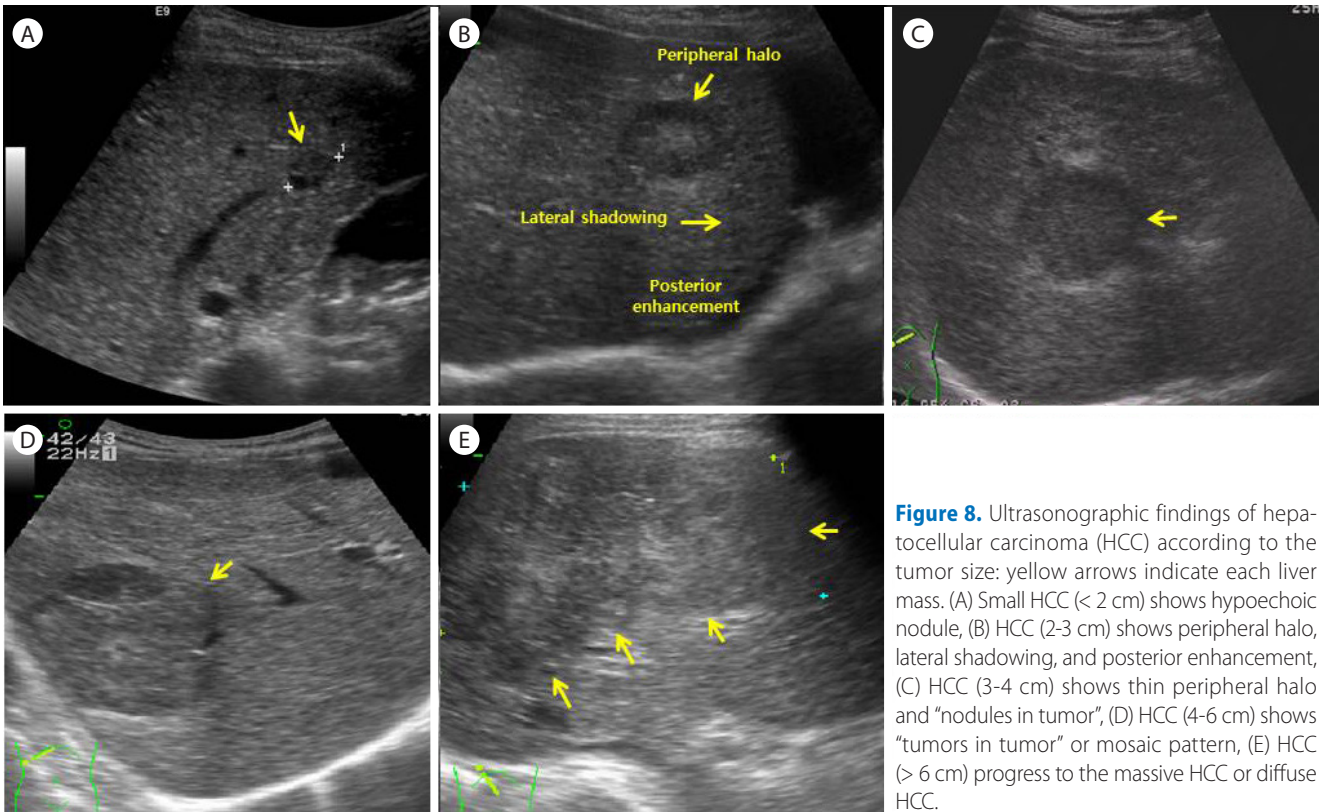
Ultrasonographic findings of hepatocellular carcinoma (HCC) according to the tumor size: yellow arrows indicate each liver mass. (A) Small HCC (< 2 cm) shows hypoechoic nodule, (B) HCC (2-3 cm) shows peripheral halo, lateral shadowing, and posterior enhancement, (C) HCC (3-4 cm) shows thin peripheral halo and "nodules in tumor", (D) HCC (4-6 cm) shows "tumors in tumor" or mosaic pattern, (E) HCC (> 6 cm) progress to the massive HCC or diffuse HCC.
